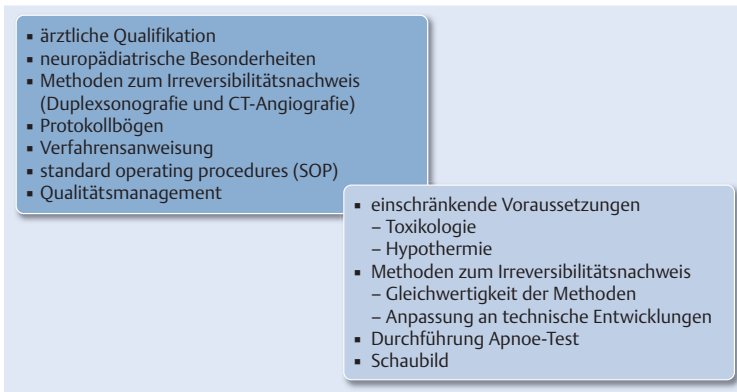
Stichwortartige Übersicht über die Themen, die eine relevante Anpassung an den aktuellen Stand der Wissenschaft erfordern haben. Das Grundkonzept der Diagnostik bleibt unberührt, aber es gibt eine Reihe von Präzisierungen für die praktische Umsetzung der Diagnostik, die es erfordern, dass sich auch der erfahrene Intensivmediziner aktiv mit der Richtlinie auseinandersetzt. Wichtigste apparative Neuerung ist die Einbeziehung von 2 Verfahren zum Nachweis des zerebralen Zirkulationsstillstands – der Duplexsonografie und der CT-Angiografie (CTA).
